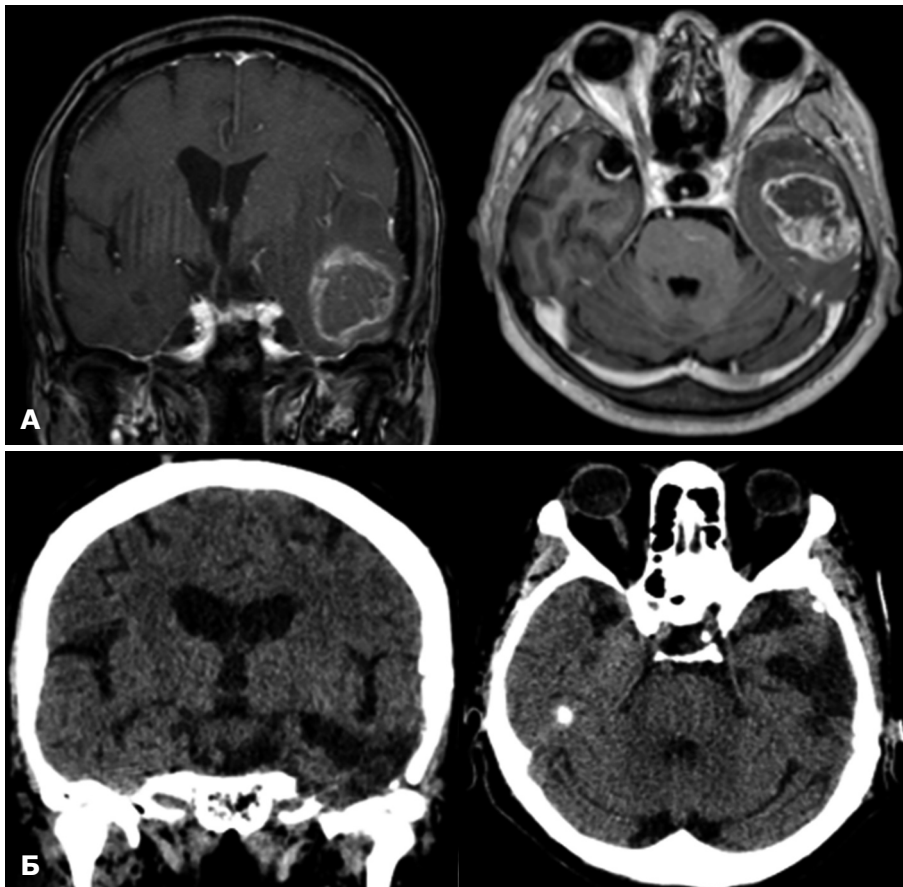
Клиническое наблюдение больного с глиобластомой левой височной области: магнитно-резонансная томография (А) и мультиспиральная компьютерная томография (Б) через 12 мес после операции
